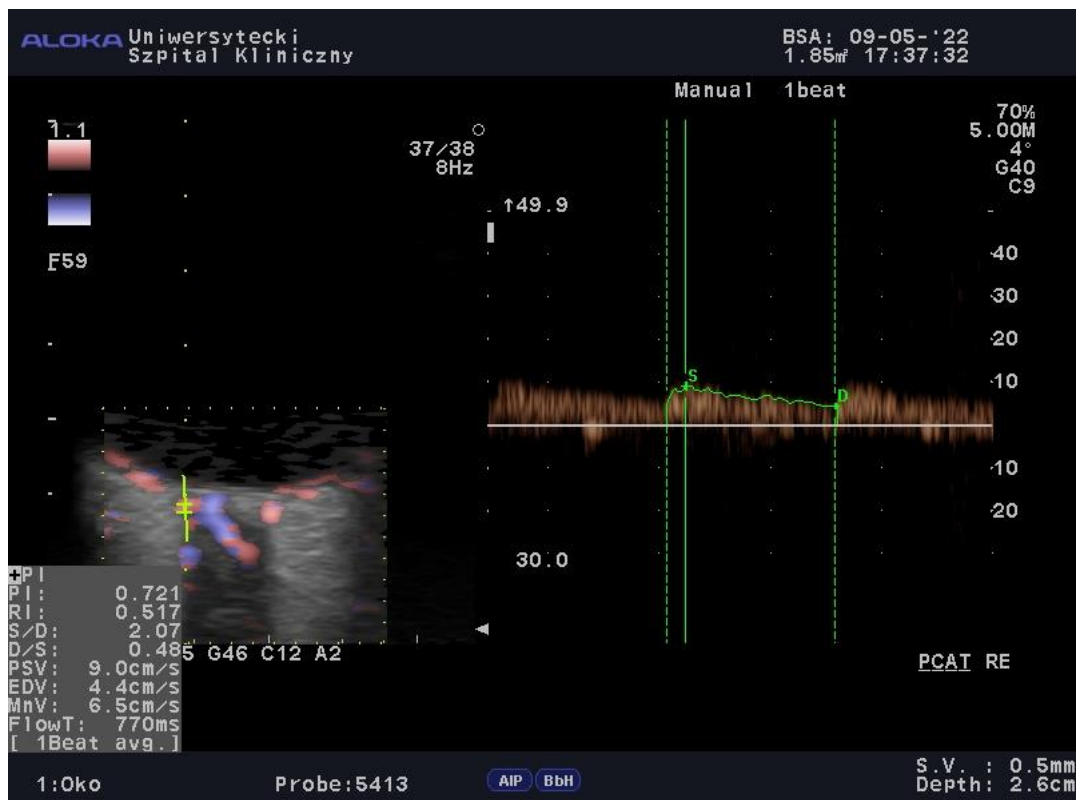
Przykładowy wynik USG Doppler OA. *Materiał własny.*
